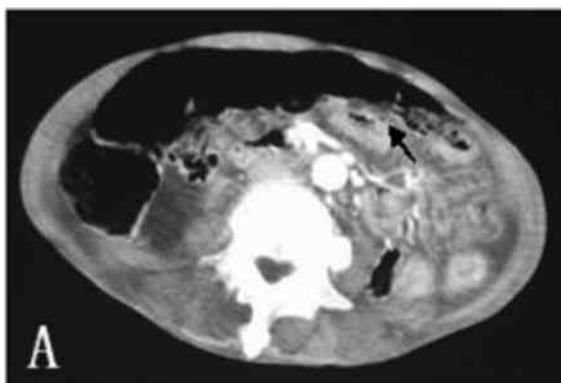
腸管気腫症および門脈ガス血症発症時の腹部CT検査所見
